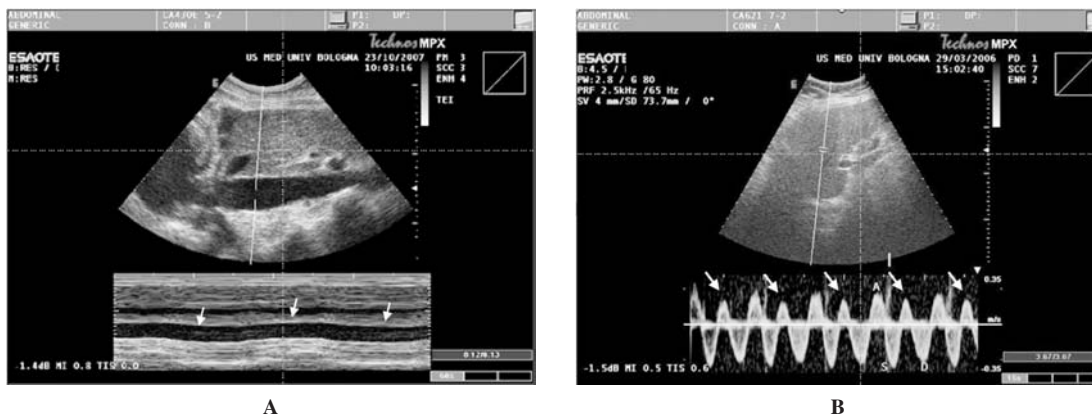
Ecografia addominale. A: all'esame bidimensionale è evidente la dilatazione della vena cava inferiore. All'esame M-mode (riquadro in basso) non vi sono significative modificazioni del calibro della vena cava in relazione agli atti respiratori. B: studio Doppler di una vena sovraepatica, che documenta una inversione mesosistolica del flusso (freccie), compatibile con la presenza di rigurgito tricuspидale.*
